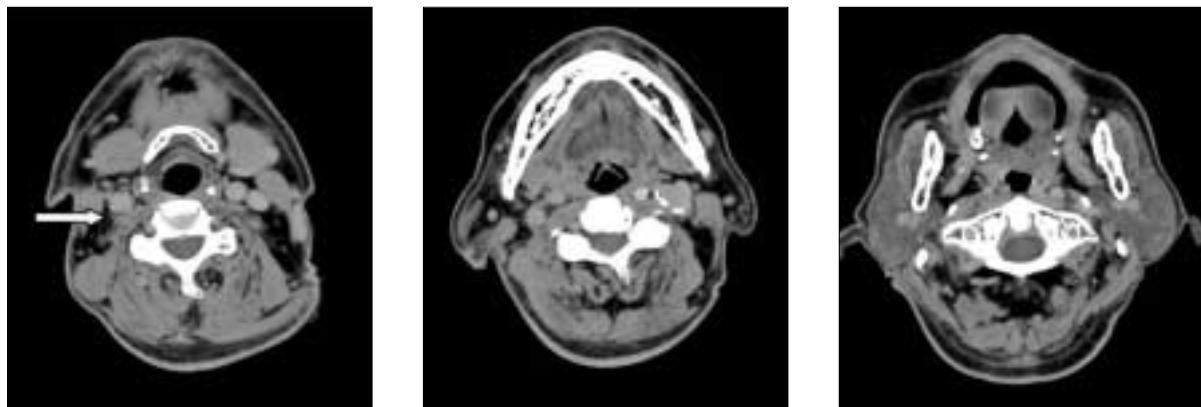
Post-op 7 months follow-up CT finding showed a complete resolution of the internal jugular vein thrombosis and disappearing the right internal jugular vein itself (previous location indicated with an arrow).
